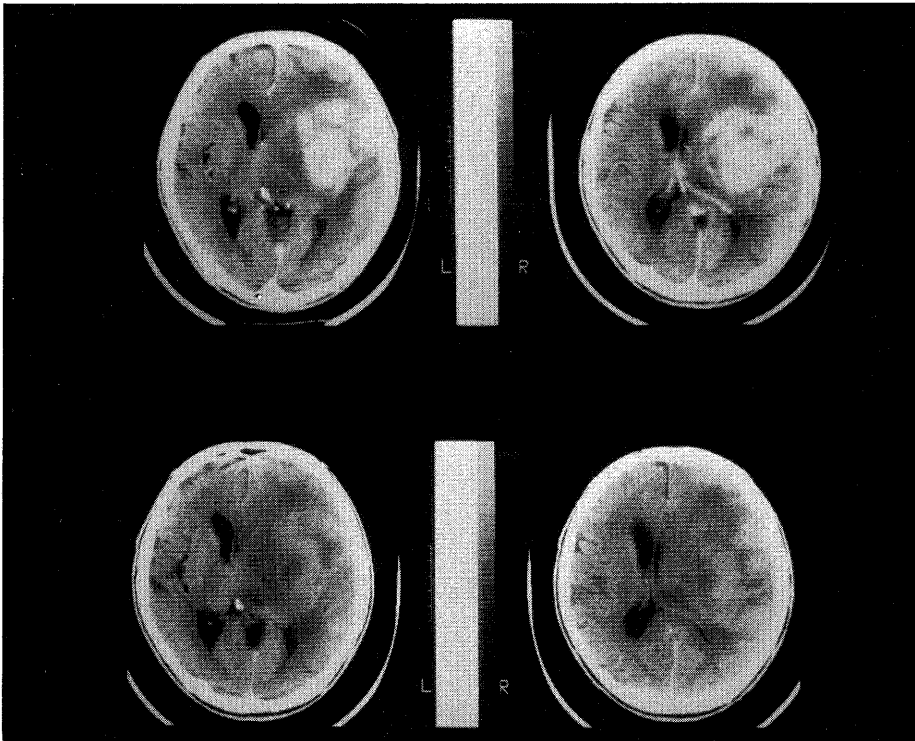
Contrast enhanced CT reveals well enhanced area in the left temporo-parietal region.
